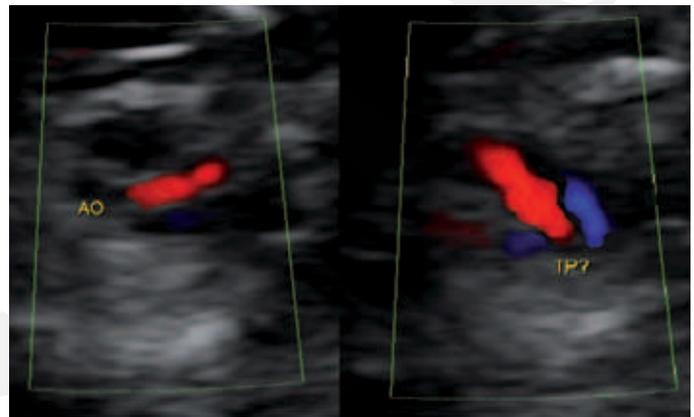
Gegenüberstellung C-Mode des vermuteten Ausflustraktes. Herzachse horizontal im Bild, Herzspitze zeigt nach links, fetal-links oben im Bild, fetal-rechts unten im Bild. Bei unveränderter Richtungskodierung der Dopplerfarbe findet sich ein gleichgerichteter systolischer Fluss bei überkreuzenden Gefässen, interpretiert als anterograder Fluss im anatomisch linken Ausflustrakt (beschriftet „AO“) bzw. als retrograder Fluss im rechten Ausflustrakt (beschriftet „TP?“)
